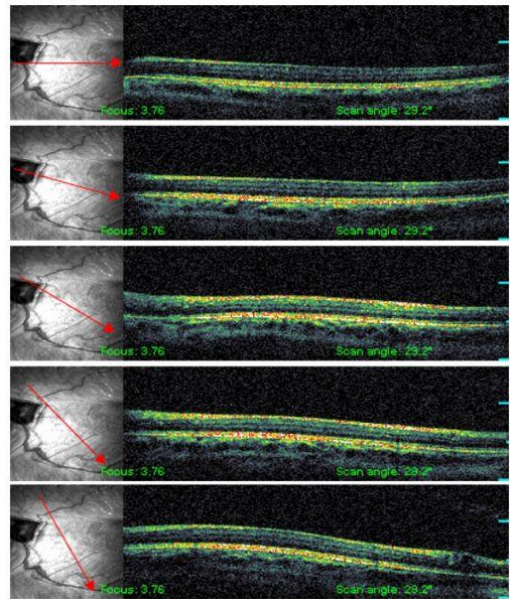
Olgu 1'in sol gözüne ait seri optik koherens tomografi kesitleri.
